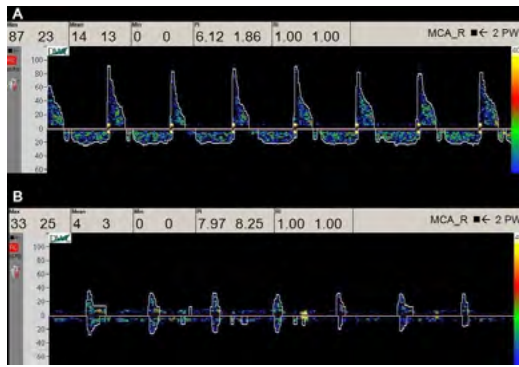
Profils Doppler de l'arrêt circulatoire cérébral [16]
